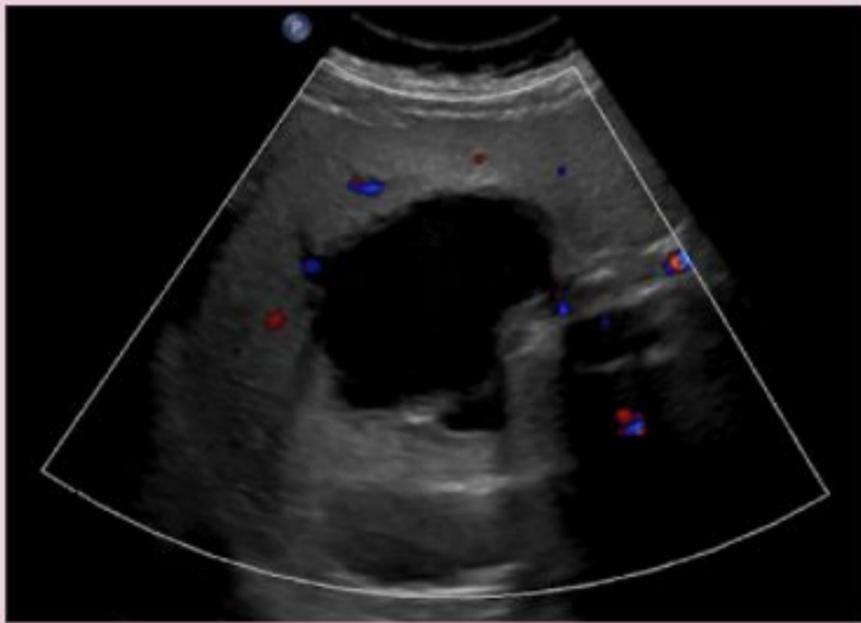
Lesión hepática quística con refuerzo posterior y ausencia de vascularización Doppler; sometida a drenaje percutáneo guiado por ecografía. Quiste hidatídico.
